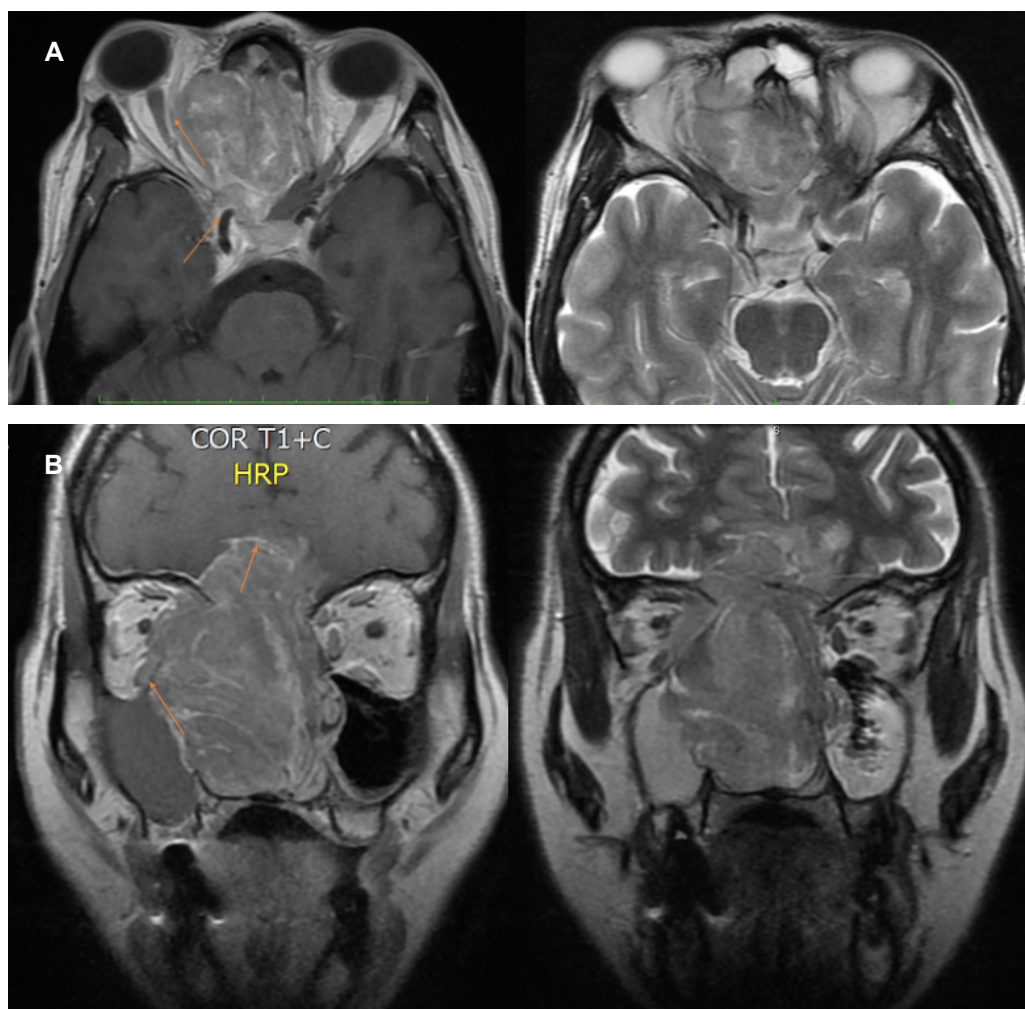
Paciente de 45 años de edad con diagnóstico de carcinoma escamocelular pobremente diferenciado con extensa necrosis. RMN con gadolinio que evidencia invasión intracraneal, intradural y compromiso orbitario derecho grado III de Iannetti. A. Corte axial en T1 con medio de contraste y T2. B. Corte coronal T1 con medio de contraste y T2. Imágen propiedad de los autores, previa autorización del paciente mediante consentimiento informado institucional.
